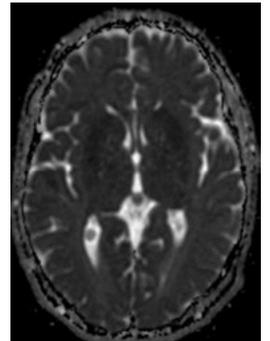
Resonancia magnética nuclear de encéfalo con gadolinio. (FLAIR) A nivel subcortical temporo occipito parietal bilateral y periférico a los cuernos posteriores de los ventrículos laterales se observa muy tenue imagen isointensa (1a); imágenes ponderadas por difusión (DWI); hiperintensidad de ganglios de base bilateral (1b); Ax t2 FGRE: hiperintensidad lóbulo frontal (1c); ADC: imagen isointensa en T1 y T2 (1d).
